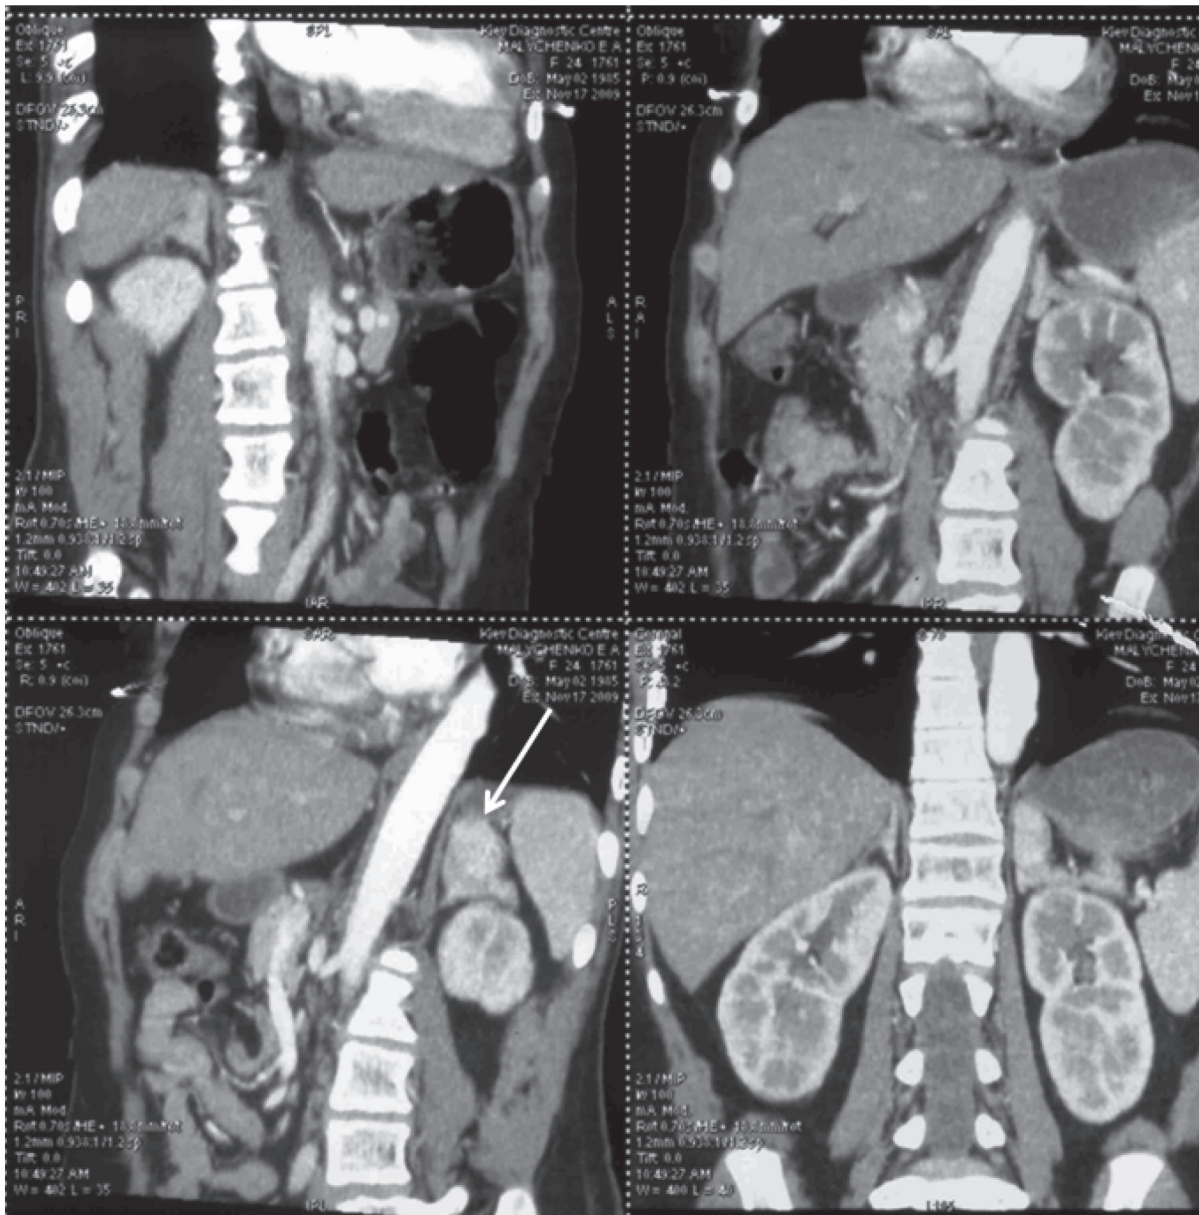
Комп'ютерна томограма органів черевної порожнини та заочеревинного простору пацієнтки (об'ємне утворення у лівій наднирковій залозі вказано стрілкою).
